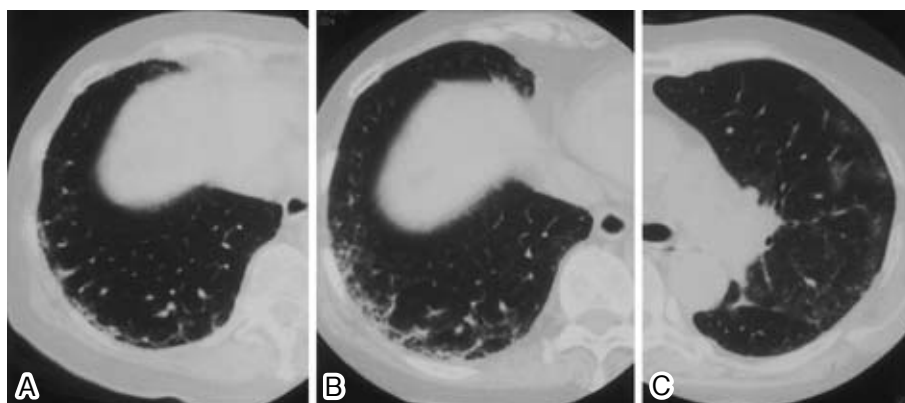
Chest CT scans on first examination showed linear and reticular opacities with honeycomb lung in the subpleural regions of both lower lobes (A). Chest CT scans on admission shows linear and reticular opacities with honeycomb lung in the subpleural regions of both lower lobes including new lesions (B), and with ground-glass opacities in both upper lobes (C).
